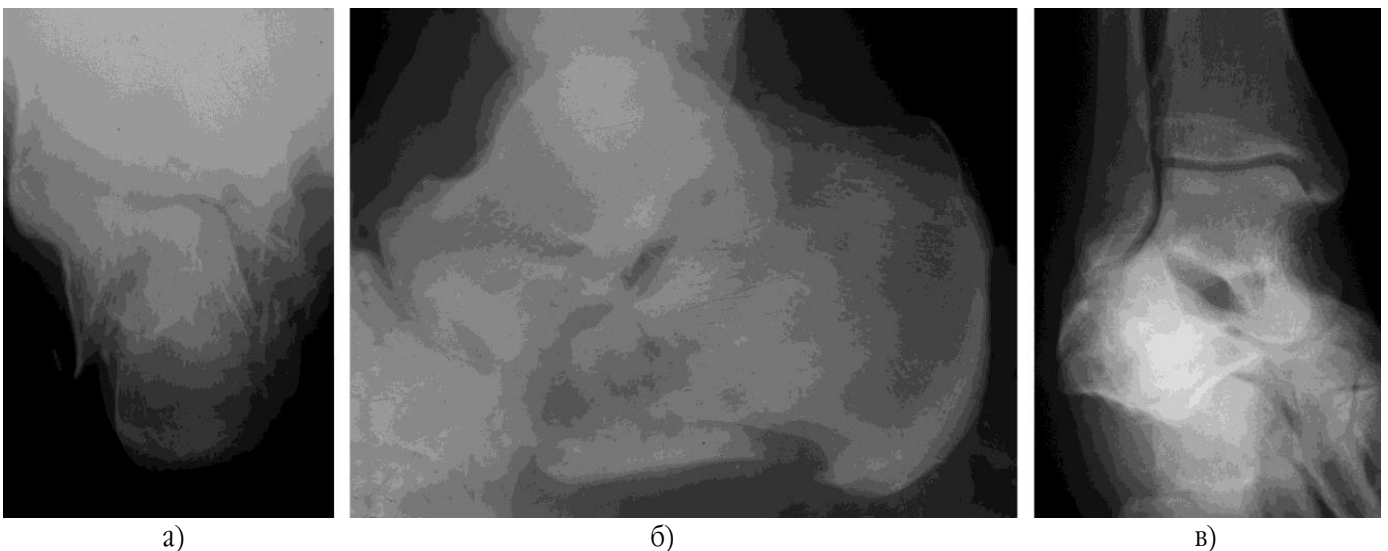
Фотовідбитки рентгенограм імпресійного перелому п'яткової кістки в аксіальній (а), боковій (б) та проекції Broden's (в)
